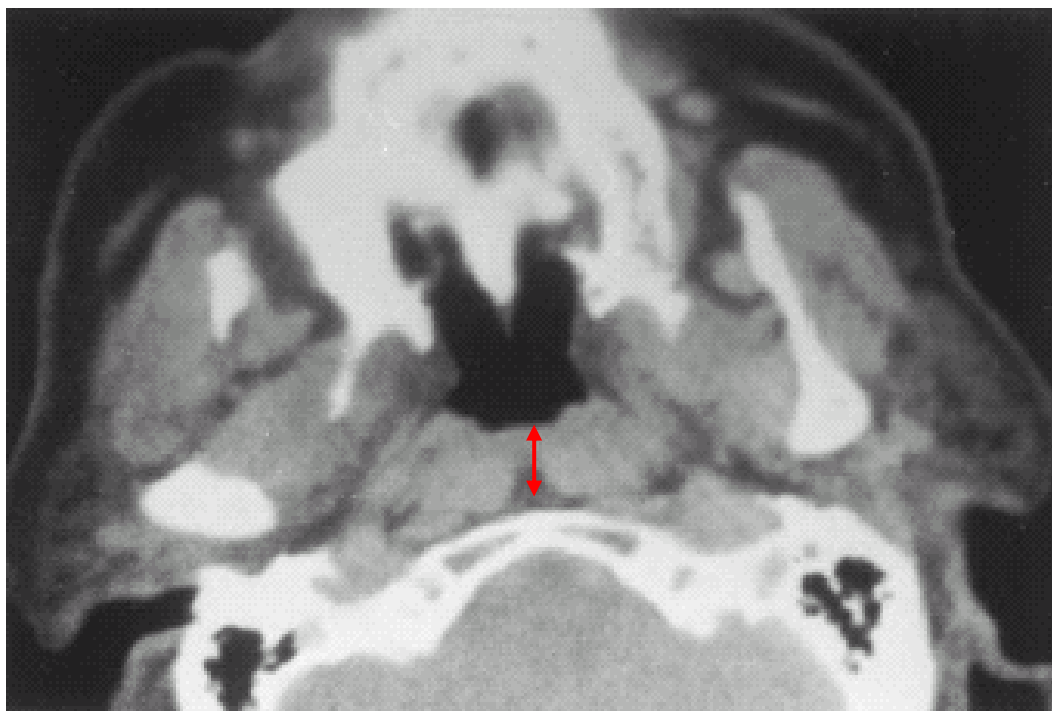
Tomografía computarizada (TC) de una mujer de 30 años con IAH de 7 eventos/hora e IMC 45,7 Kg/m²
